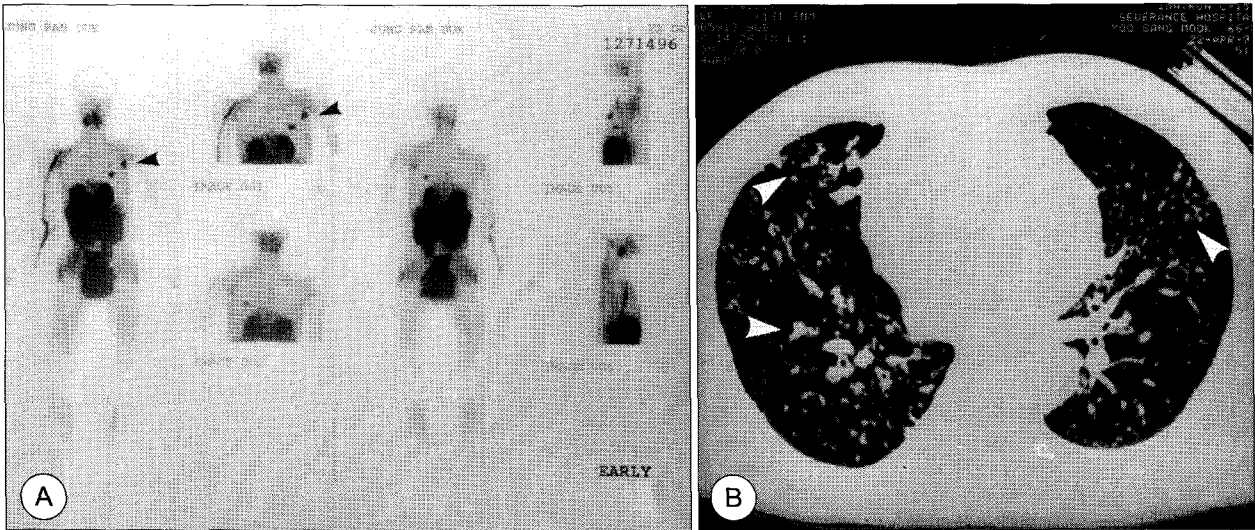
Distant metastasis : a) Radioiodine scan showing hot uptake on both lung fields, b) Chest PA and CT scan showing multiple hema-togenous metastatic lesions on both lung fields.
